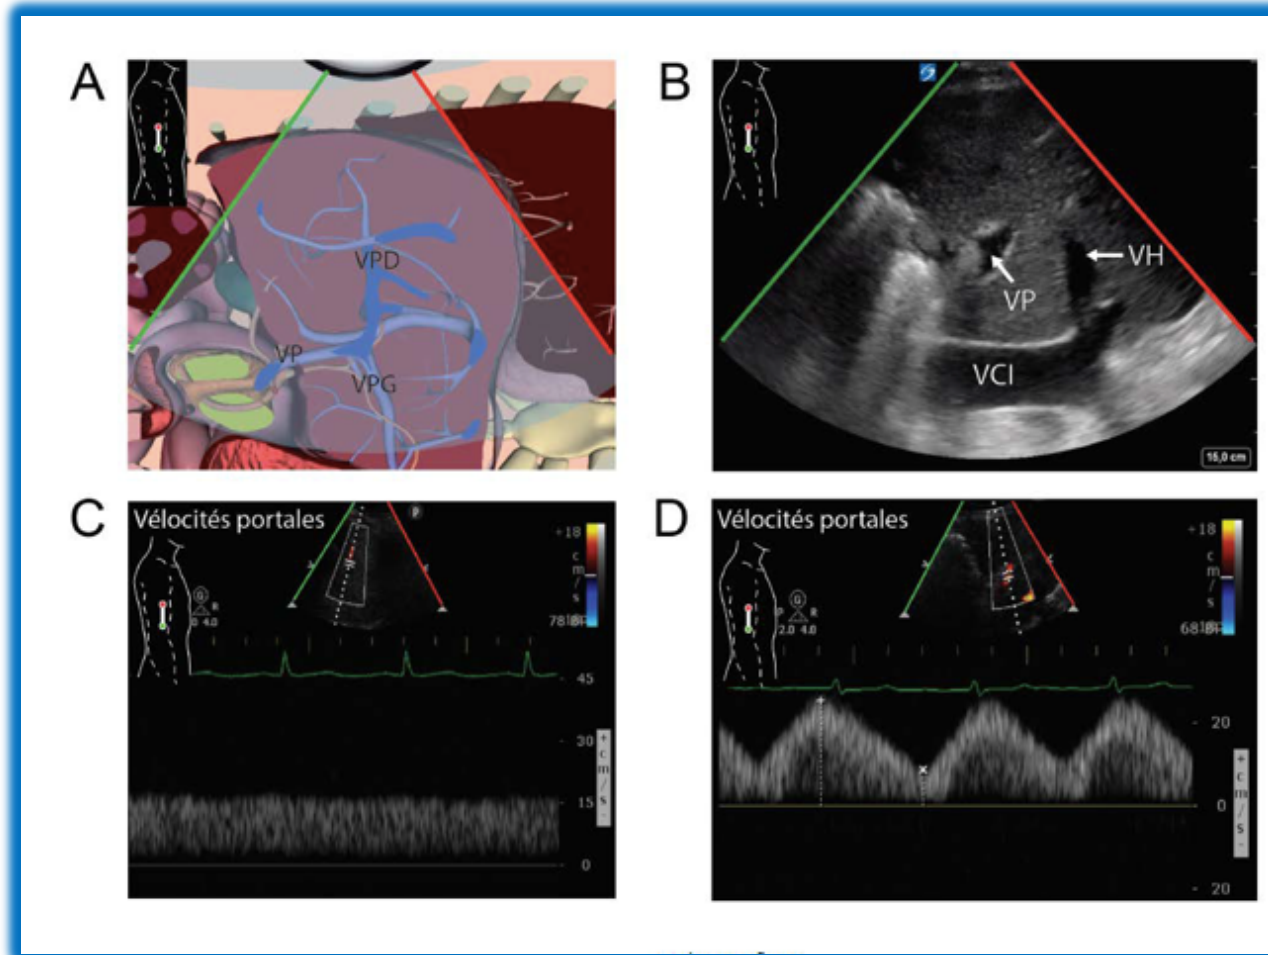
Technique d'acquisition du flux Doppler veineux portal. A : sonde en position axillaire moyenne. B : visualisation de la veine hépatique, portale et cave inférieure en mode bidimensionnel. C : flux veineux portal normal, antérograde - continu sur l'ensemble du cycle cardiaque. D : Flux veineux portal altéré - discontinu. L'index de pulsatilité portal est mesuré comme suit : $V_{max}-V_{min}/V_{max}$. V_{max} : vélocité maximale du flux durant le cycle cardiaque et V_{min} : vélocité minimale. VCI : veine cave inférieure, VH : veine hépatique, VP : veine porte. (Reproduit avec permission de Taylor and Francis Group, LLC, une division de Informa plc.
